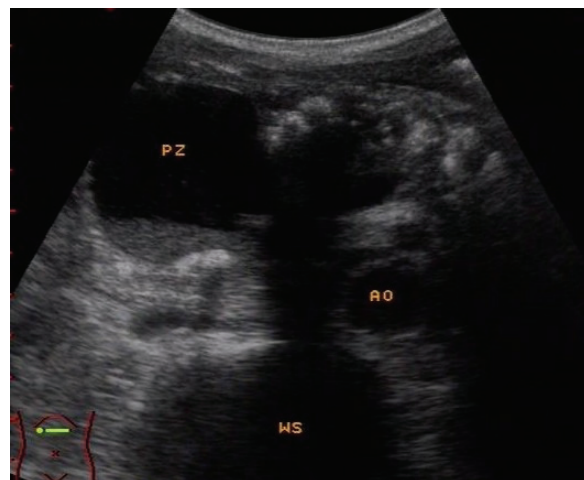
Sonographische Darstellung einer chronisch kalzifizierenden Pankreatitis mit Pseudozyste im Bereich des Pankreaskopfes; PZ=Pseudozyste; AO=Aorta; WS=Wirbelsäule (Aloka SSD 5000)
